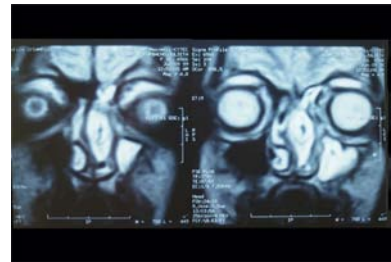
RMN prequirúrgica. Compromiso de senos maxilar y frontal. Se aprecia el desarrollo marcado de cornete medio
